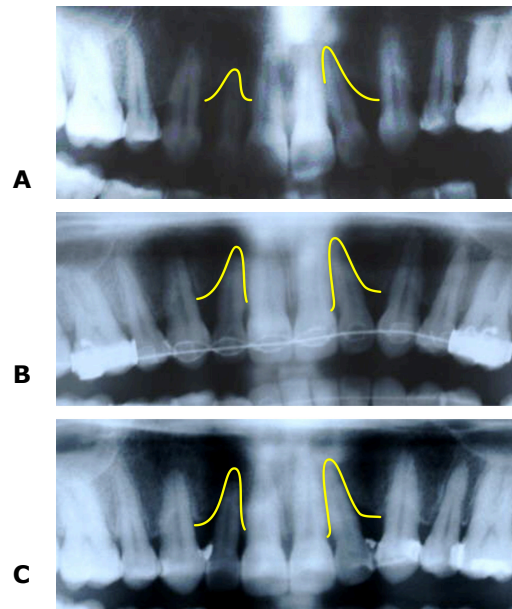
Ortopantomografía (A): inicial, (B): final de un caso Y (C): control a los 9 meses.
